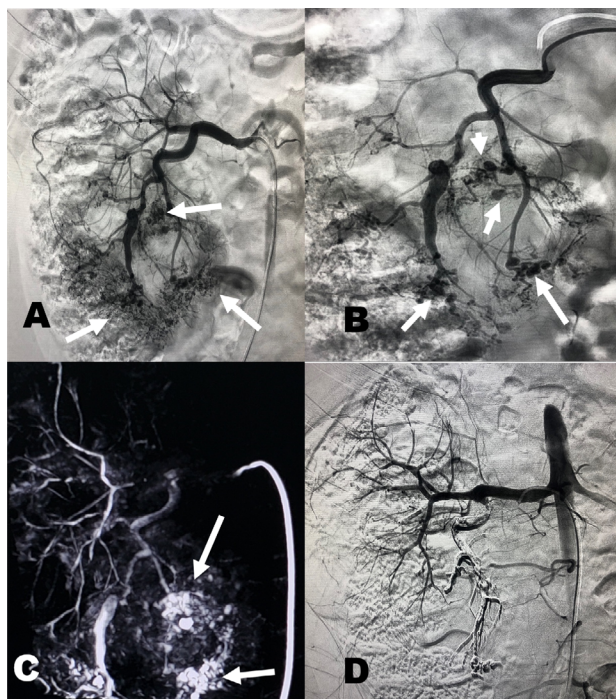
A: Fase arterial evidenciou dilatações saculares múltiplas (aneurismas) dentro dos ramos interlobares inferiores da artéria renal direita (seta branca). B: Arteriografia seletiva do ramo do polo inferior com múltiplas dilatações saculares (seta branca). C: A TC de feixe cônico foi realizada para avaliar os segmentos renais restantes. Na reconstrução, foi identificada uma área suspeita de sangramento ativo no polo inferior (seta branca). D: Embolização superseletiva de microaneurismas com Onix-18 e arteriografia de controle com desvascularização dos ramos do polo inferior (seta branca).
